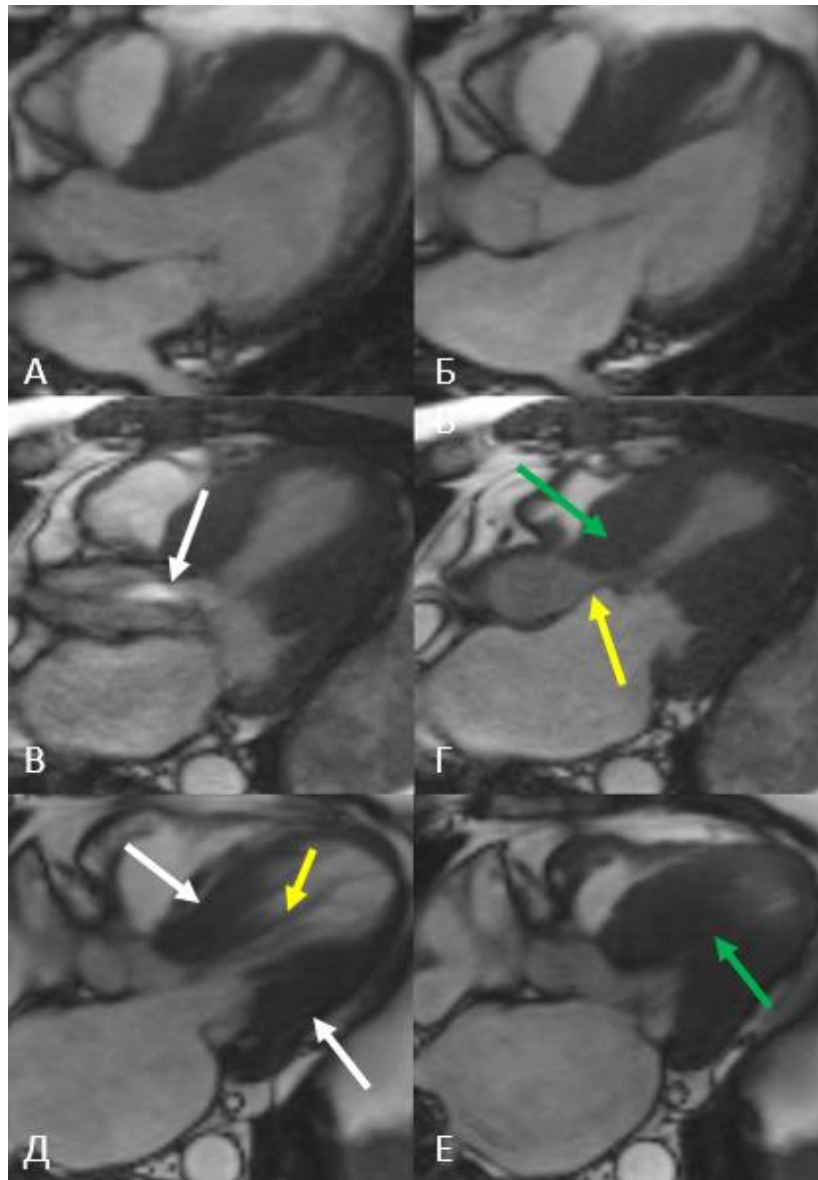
МРТ сердца, последовательности кино-МРТ, трехкамерная проекция через выносящий тракт ЛЖ в различные фазы сердечного цикла при асимметричной форме ГКМП
